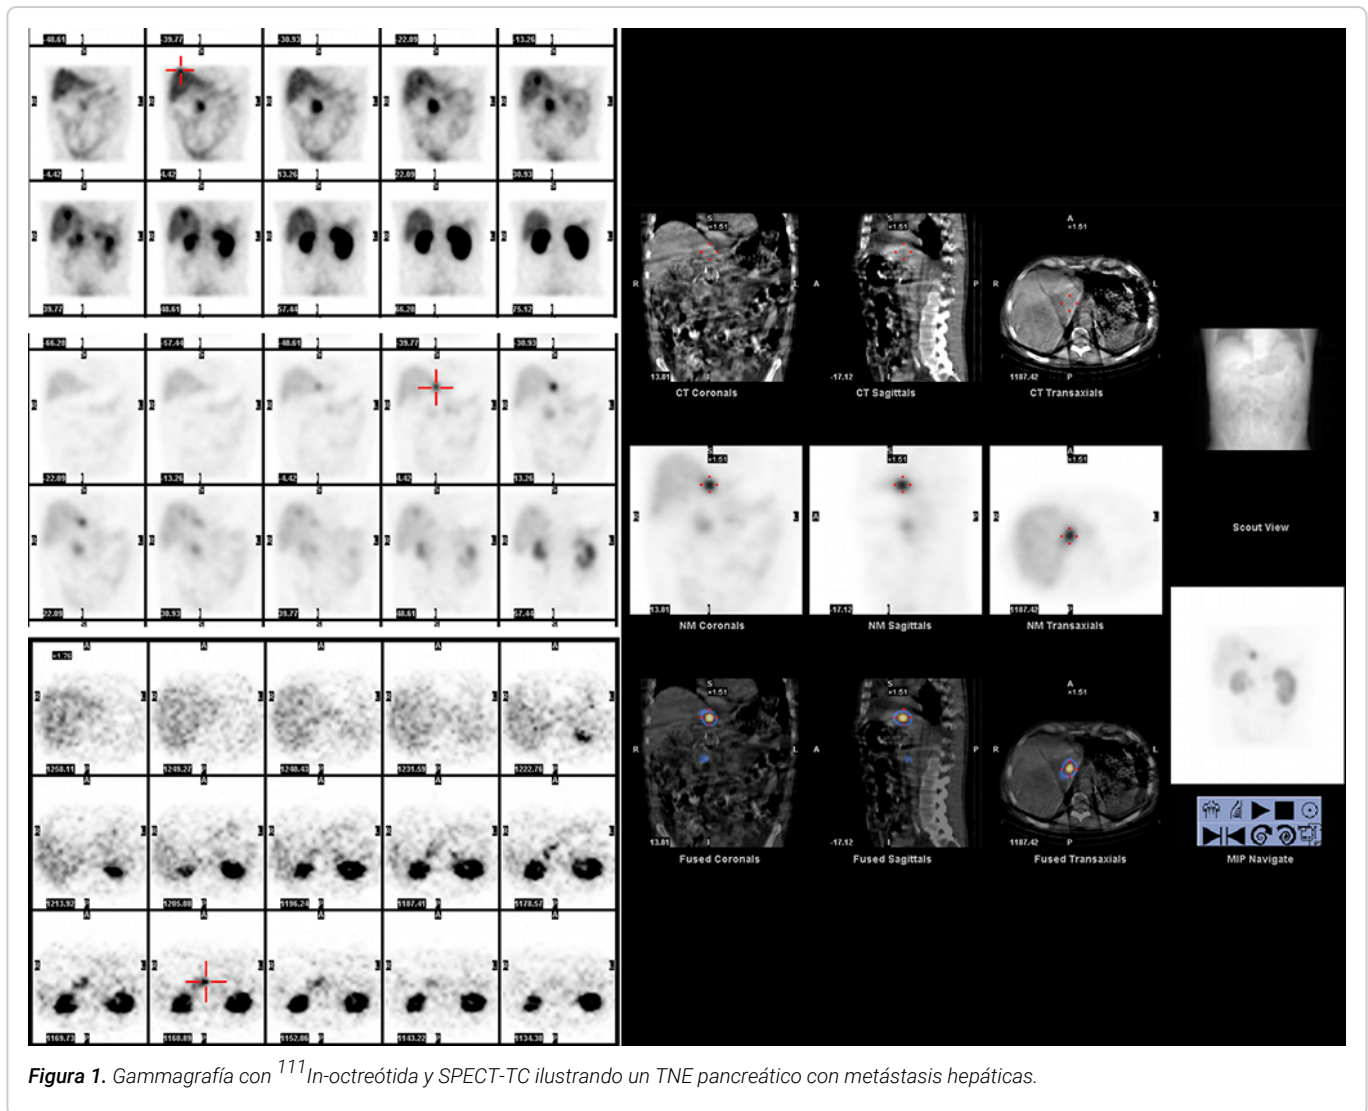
Gammagrafía con ¹¹¹In-octreótida y SPECT-TC ilustrando un TNE pancreático con metástasis hepáticas.
